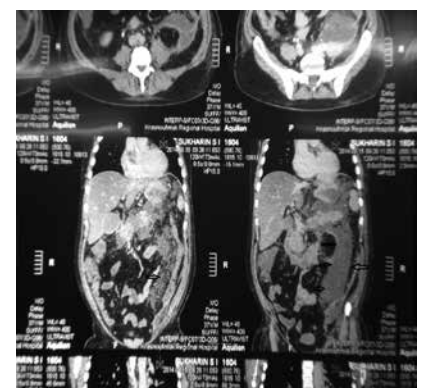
КТ пациента с неотграниченной септической секвестрацией
